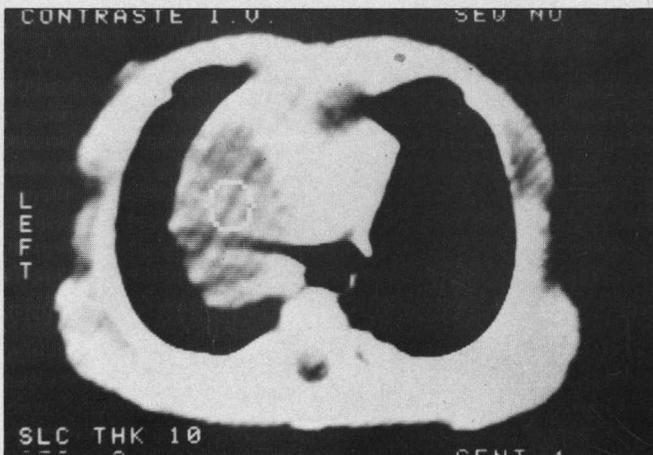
La TAC confirma la presencia de la masa intratorácica que respeta el pulmón.
